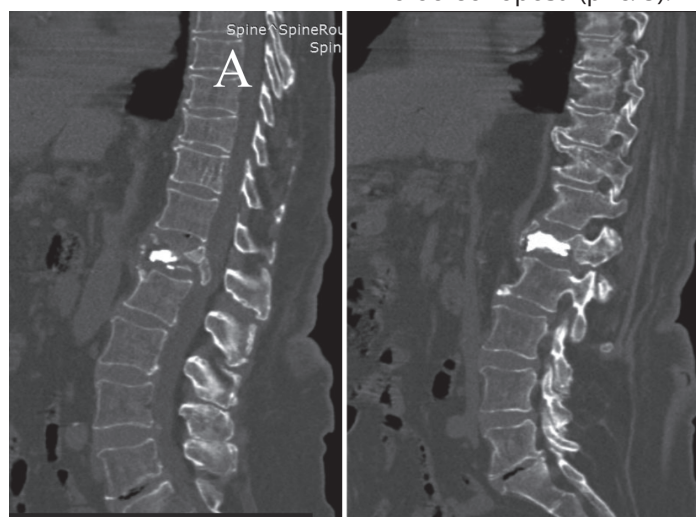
(А) – Компрессионный перелом L1 позвонка тип А3 с компрессией спинного мозга (до операционные КТ снимки)
